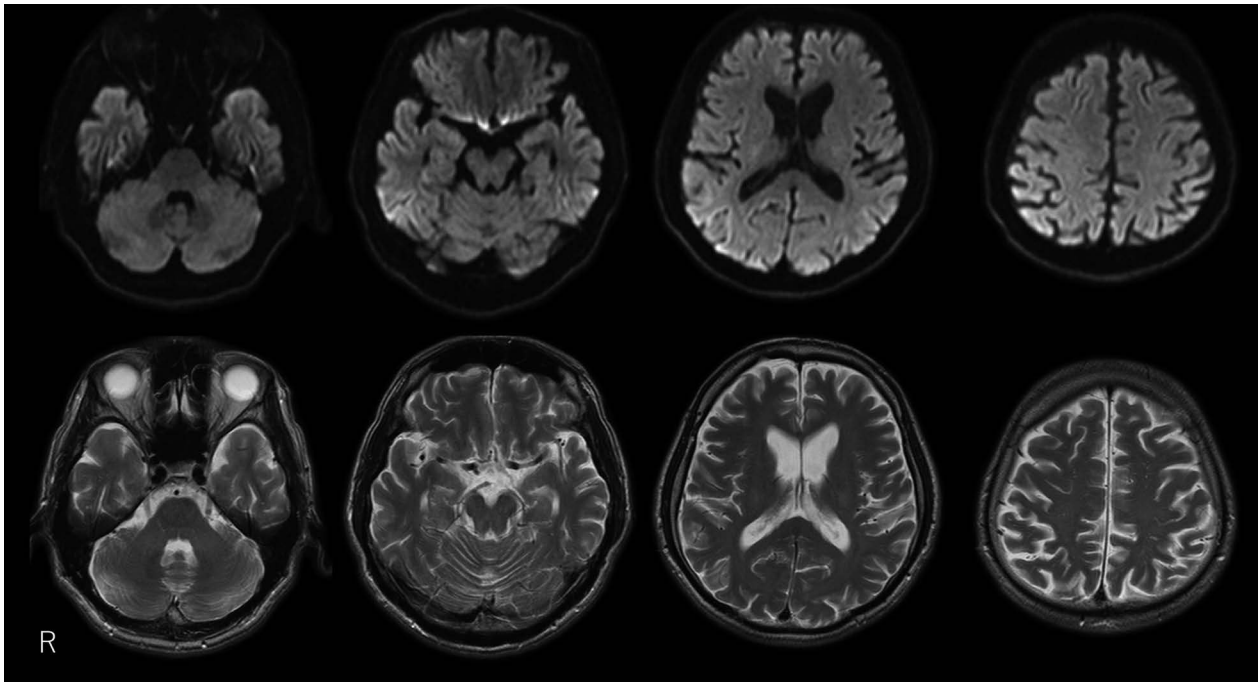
Brain MRI of the patient at 53 years of age (at the time of initial admission).
